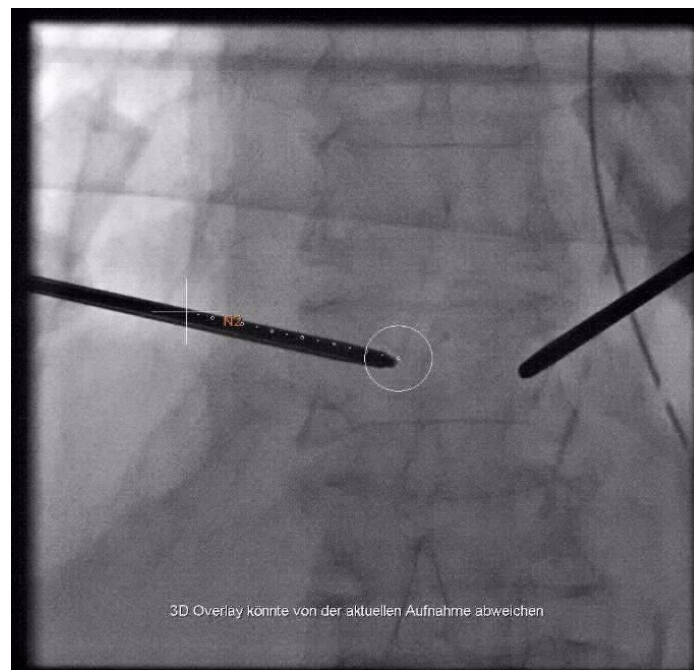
Einbringen der Nadel in den BWK 12 links über den geplanten Pfad im Vergleich zu rechts über den konventionellen Weg mittels röntgenologischer Kontrolle. N2 steht hier für Nadel 2 und meint den geplanten Pfad. (Eigenes, unveröffentlichtes Bildmaterial).
